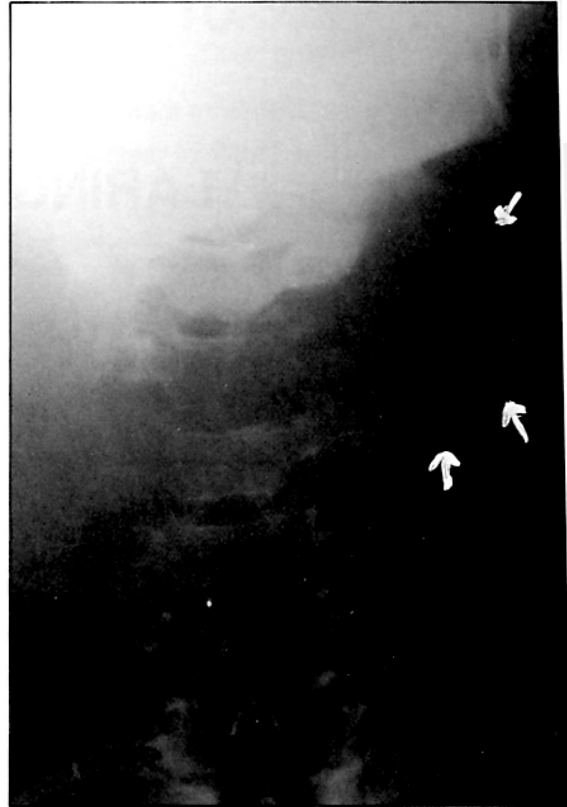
Radiografía simple anteroposterior de cuello.
